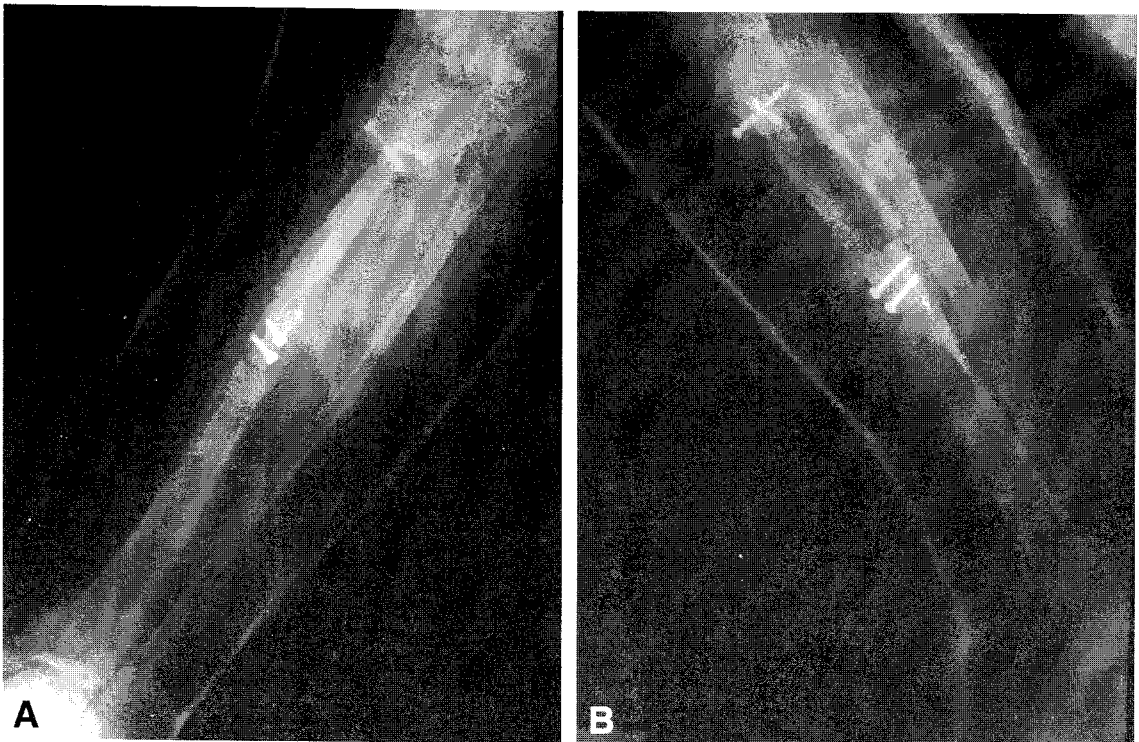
Postoperative radiography after free vascularized fibular osteocutaneous flap shows fixation of cortical screws at proximal and distal portion of tibia. (A) AP view (B) lat view
